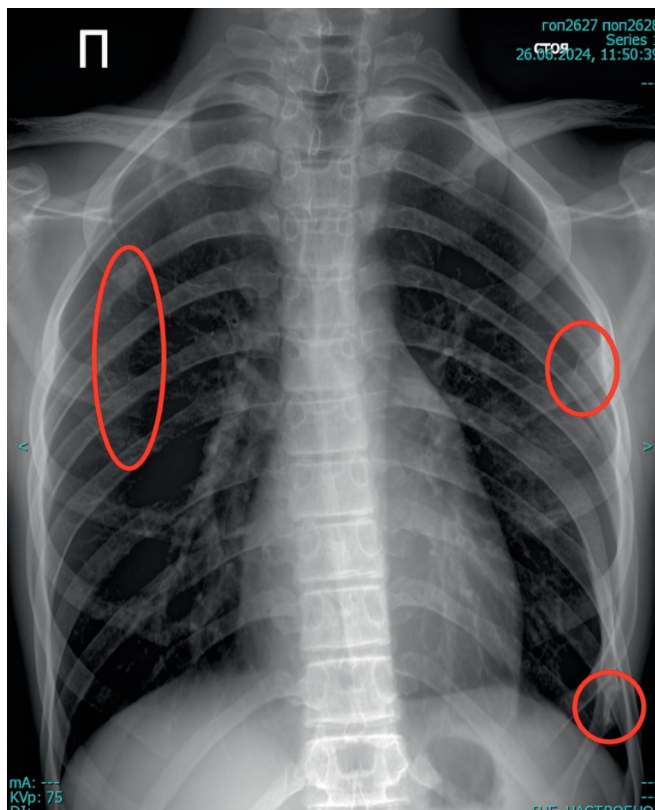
Рентгенограмма грудного отдела позвоночника в прямой проекции
